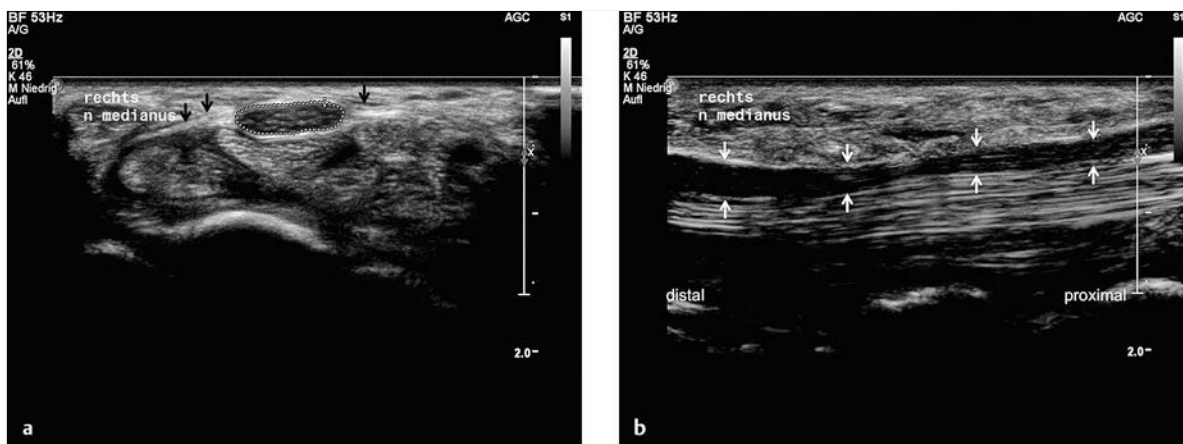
Sonografie des N. medianus. Sonografie des N. medianus bei einem Karpaltunnelsyndrom. Das Querschnittsbild (a) zeigt den N. medianus unmittelbar proximal des Karpaltunnels unter dem echoarmen Retinaculum flexorum (schwarze Pfeile). Die Nervenquerschnittsfläche (umrandet) ist mit 14 mm<sup>2</sup> erhöht. Das Längsschnittbild (b) zeigt die Kompression des N. medianus (weiße Pfeile) innerhalb des Karpaltunnels, während proximal und distal des Karpaltunnels das Kaliber des Nerven erhöht ist.
